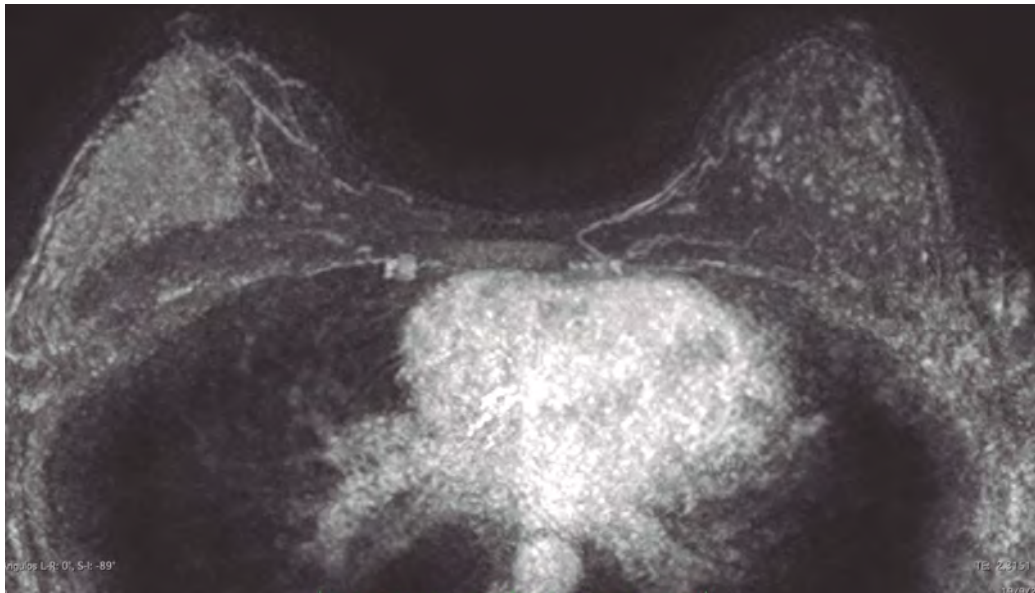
mujer de 42 años con mama densa, antecedente familiar de CM de primer grado y estudio de mamografía/ecografía normal. La RM con PA (imagen MIP) mostró un extenso RNM de unos 60 mm ocupando los cuadrantes externos de la mama derecha, que fue biopsiado con resultado de CDIS de alto grado
